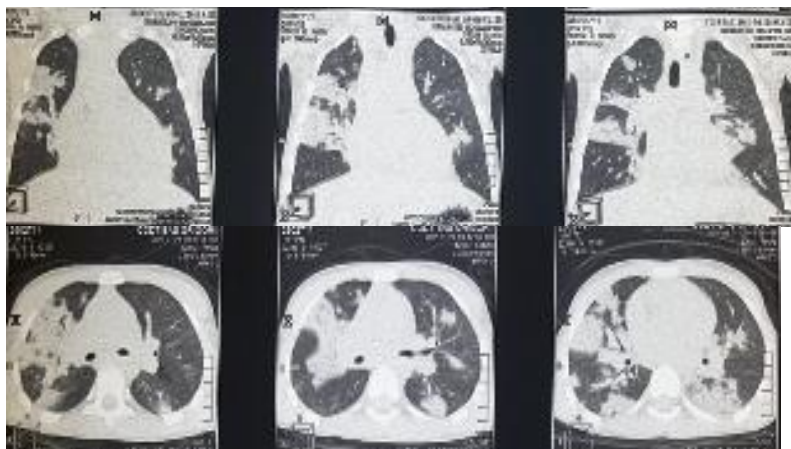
CT pulmonar (24.01.2025) la copilul cu gripă B
